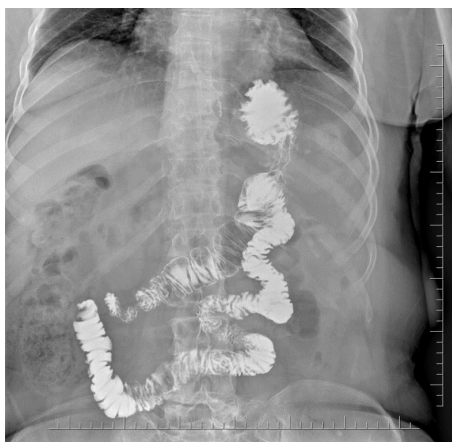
Рентгеноскопия желудка у пациента после МГШ + Ниссен
